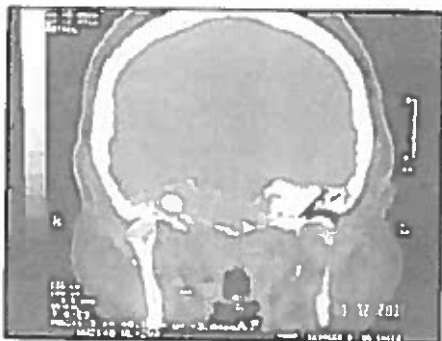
TC oídos (09/2002). Se aprecia extenso compromiso destructivo osteolítico de la base del cráneo que compromete ambos peñascos, especialmente a derecha.
